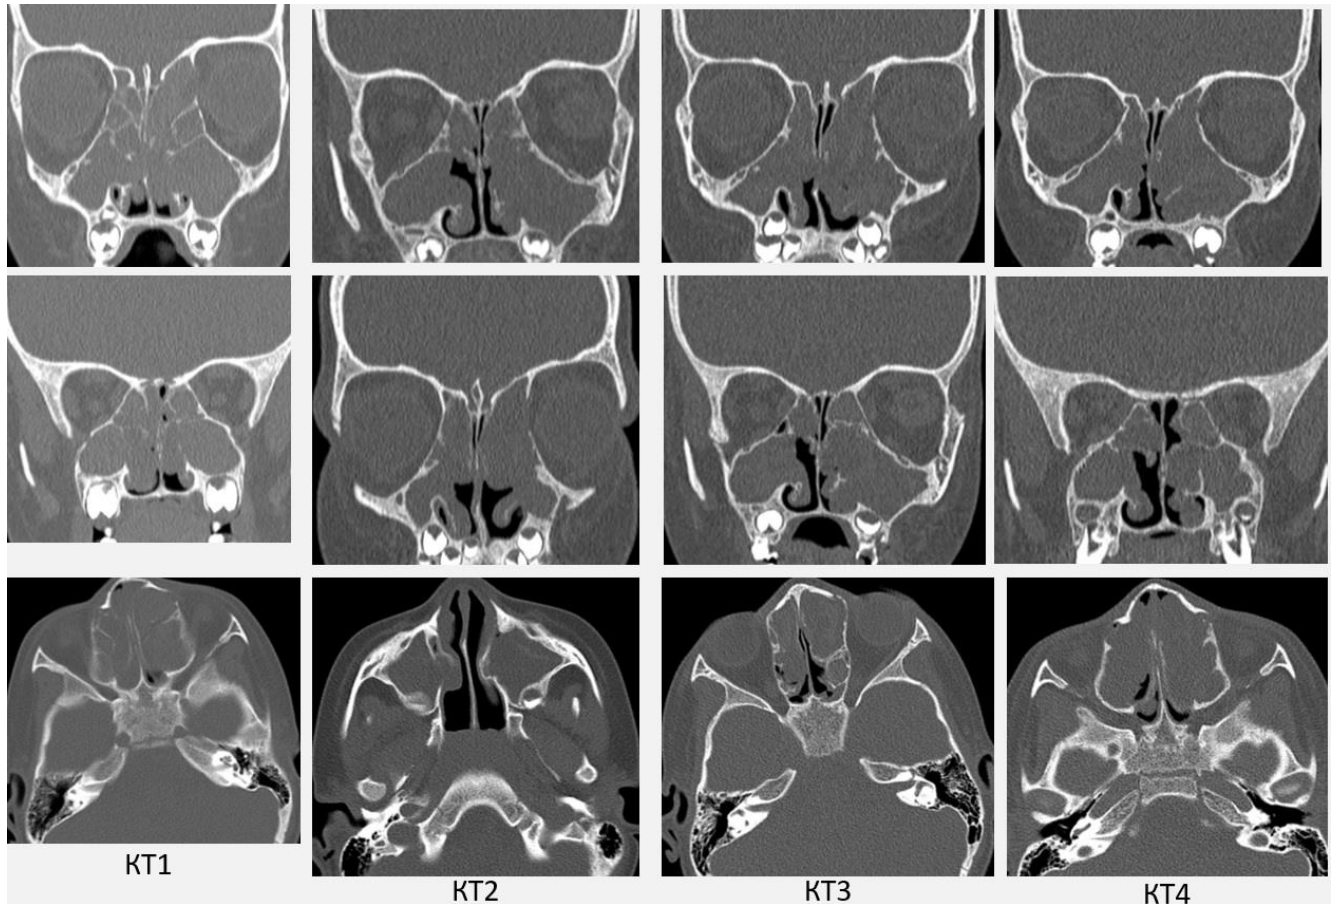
Динамика состояния околоносовых пазух у мальчика 5 лет после синусотомии: КТ1-до операции; КТ2- через 7 месяцев после операции; КТ3-через 13 месяцев после операции; КТ4 – через 19 месяцев после операции.
